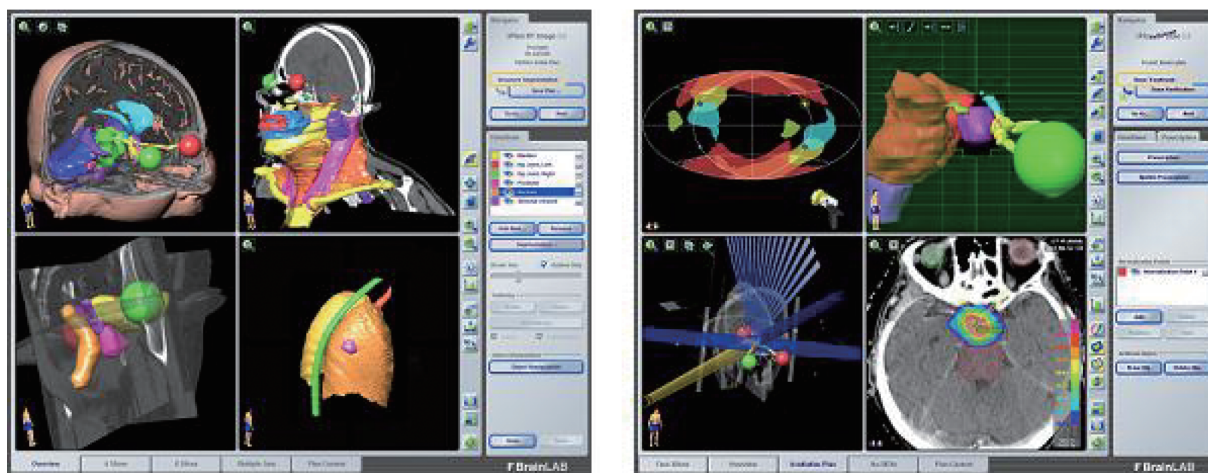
放射線治療ビームと各臓器との関係。CTやMRIで腫瘍と重要な正常臓器の輪郭を抽出し、それぞれにどの程度の放射線量が照射されたかを表示している。このような評価を、ほぼ全症例に行っているため、どのような副作用が、どのような頻度で、いつ出現するかをかなり予測できる。
